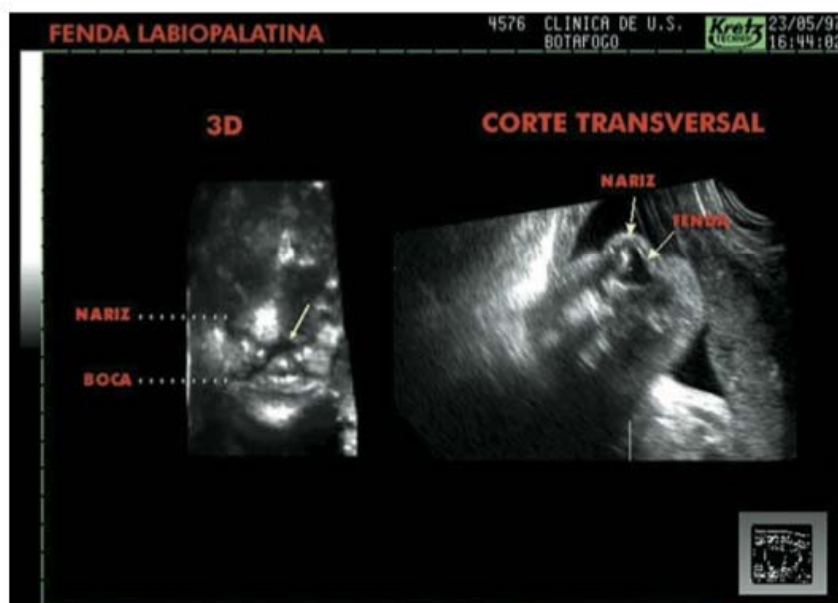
■ Na imagem da esquerda, a ultrassonografia tridimensional mostra presença de fenda labial à esquerda, enquanto a imagem da direita apresenta corte transversal no ultrassom bidimensional avaliando-se a extensão do defeito. (Adaptada de Montenegro *et al.*, 2001 – *op. cit.*)
